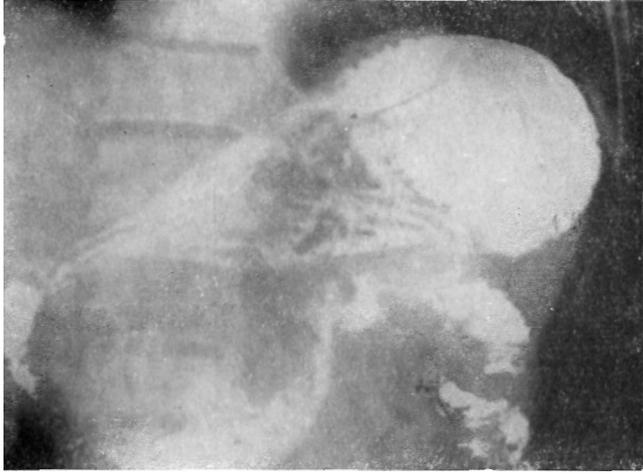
Рентгенограмма желудка и двенадцатиперстной кишки больного раком головки и тела поджелудочной железы. Наблюдается развѣртывание кольца двенадцатиперстной кишки, оттеснение желудка кверху и перестройка рельефа слизистой тела желудка.
